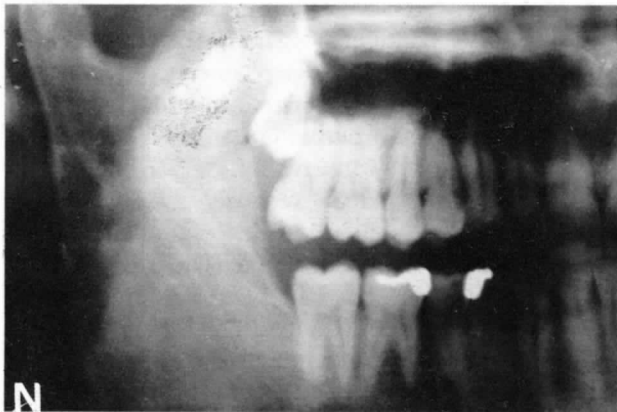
Detalle de la ortopantomografía actual evidenciando la restitución ad integrum obtenida.
